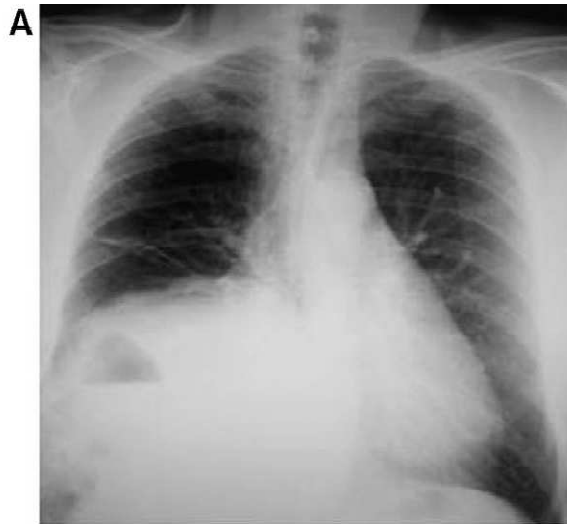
radiographie thoracique montrant une opacité de l'hémi-champs pulmonaire droit effaçant la coupole diaphragmatique homolatérale,drain thoracique en place.
